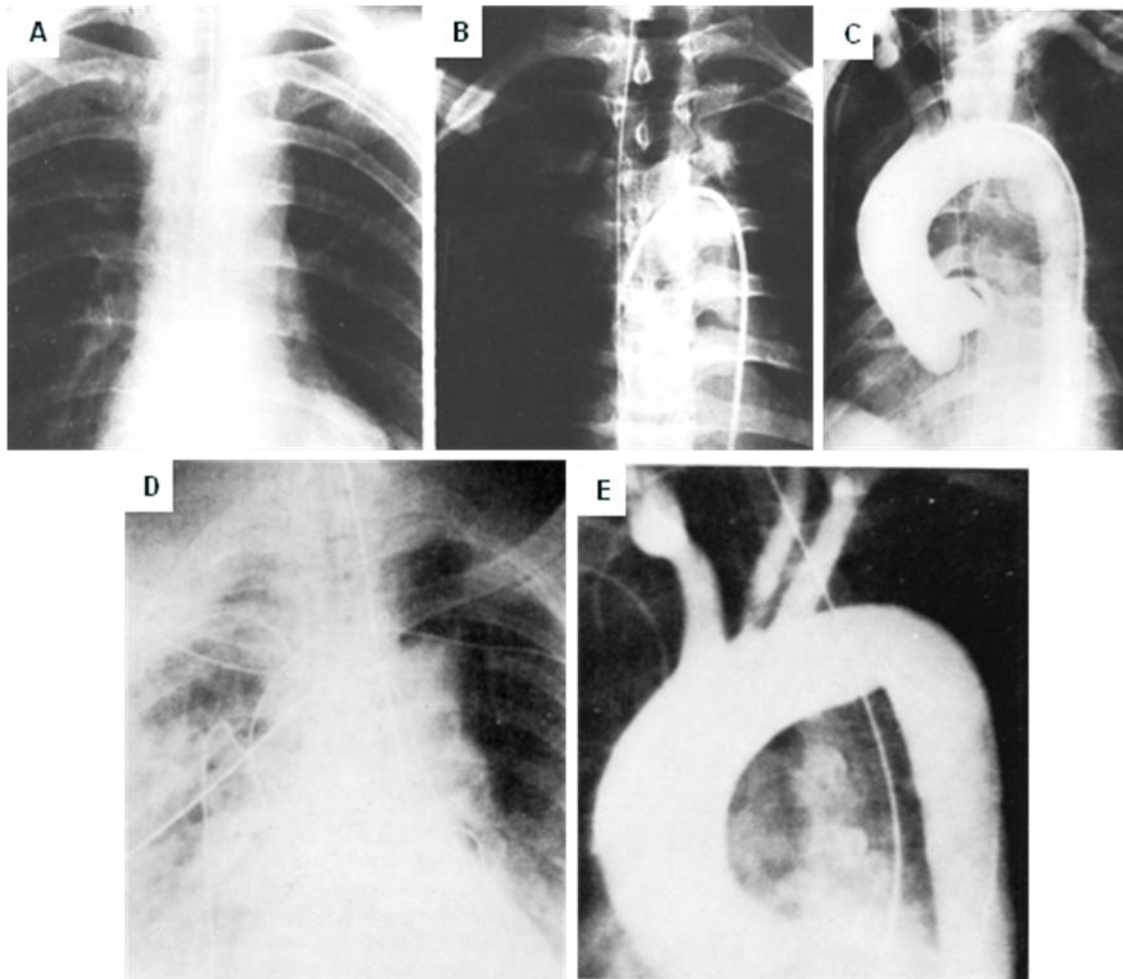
76. A. Radiografía AP de tórax, hay ensanchamiento del mediastino. B. El tubo nasogástrico colocado después esta desplazado a la derecha de la línea media. C. La arteriografía demuestra un aneurisma del istmo de la aorta. D. Radiografía AP de tórax, hay fracturas costales y ensanchamiento del mediastino pero no desplazamiento del tubo nasogástrico, se sospecha hematoma del mediastino posterior. E. El aortograma es normal.
